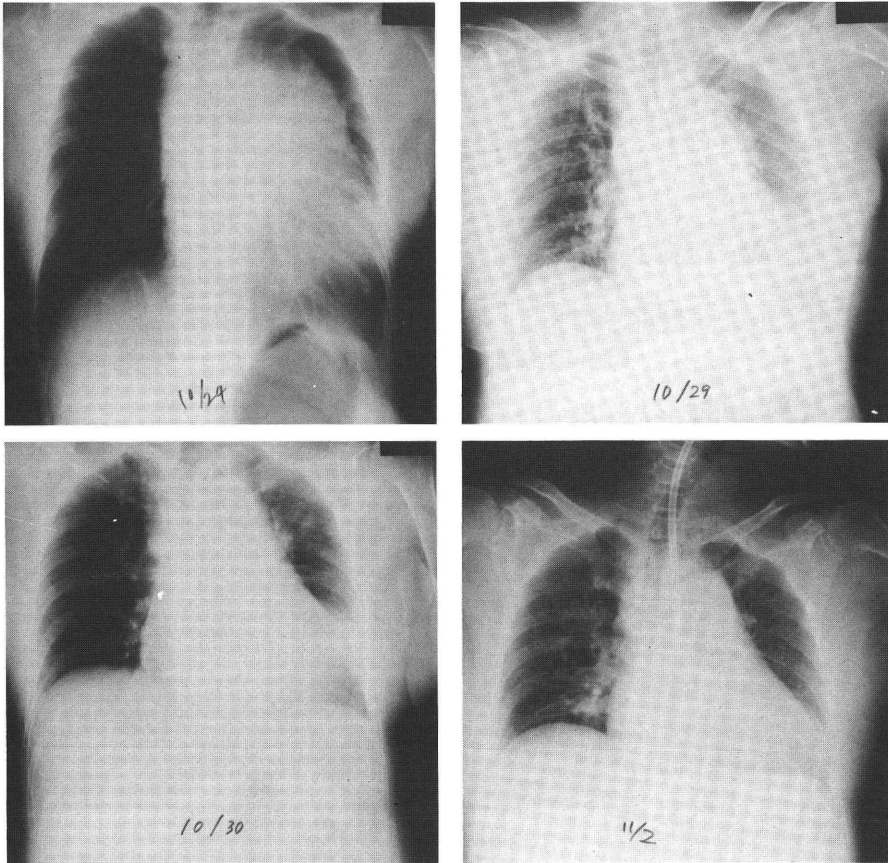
胸部X線写真(臥位)の経時的变化 10月29日以後縦隔陰影が縮小している。
